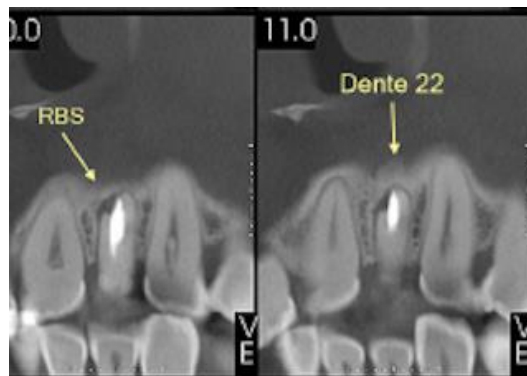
Tomografia inicial – corte coronal dente 22
